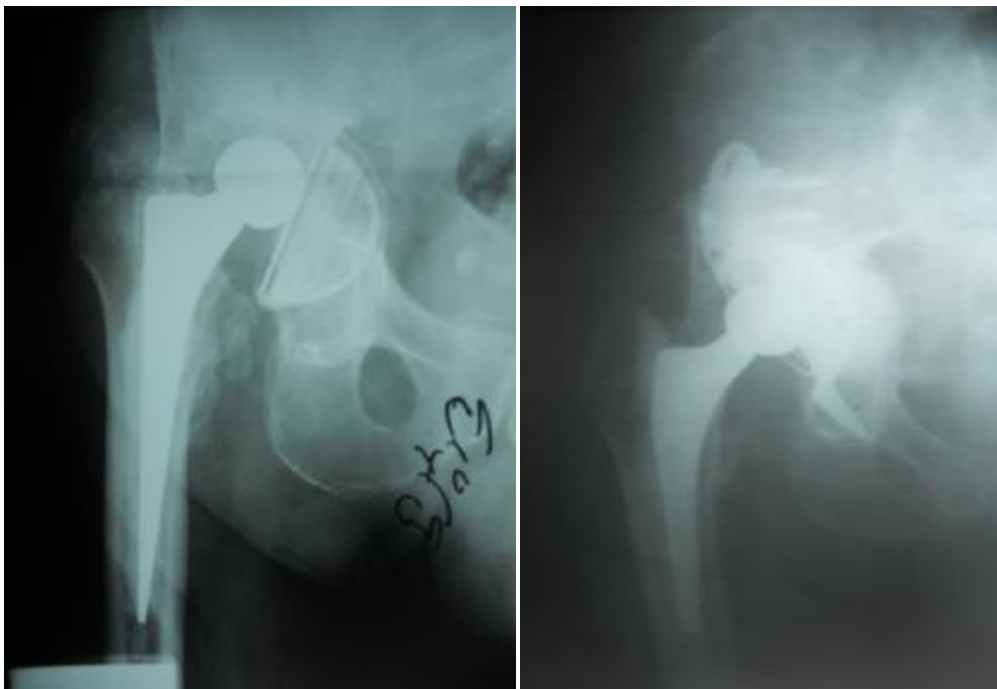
Cas no.3 : A gauche ; radiographie de hanche montrant un descellement aseptique avec une perte de substance osseuse stade 3b de Paprosky . A droite : Radiographie post-op. montrant la reconstruction du cotyle par anneau de Bursch-Schneider
